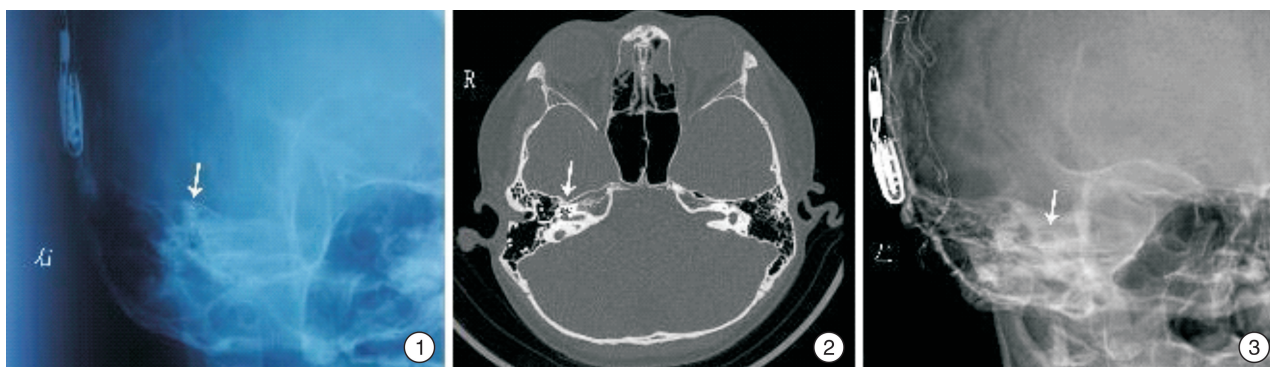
右侧人工耳蜗植入术后,右侧乳突反斯位 X 线示人工耳蜗电极植入上半规管区域; 图 2 右侧人工耳蜗取出及再植入术后,乳突 CT 示人工耳蜗电极成功植入右侧耳蜗; 图 3 左侧人工耳蜗植入术后,耳蜗侧斜位 X 线示人工耳蜗电极成功植入左侧耳蜗
